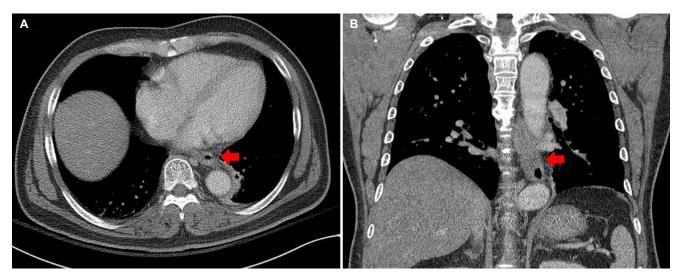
Chest computed tomographic findings. (A, B) Diffuse and mild esophageal wall thickening of whole esophagus (arrows) with no evidence of perforation or mediastinitis.
